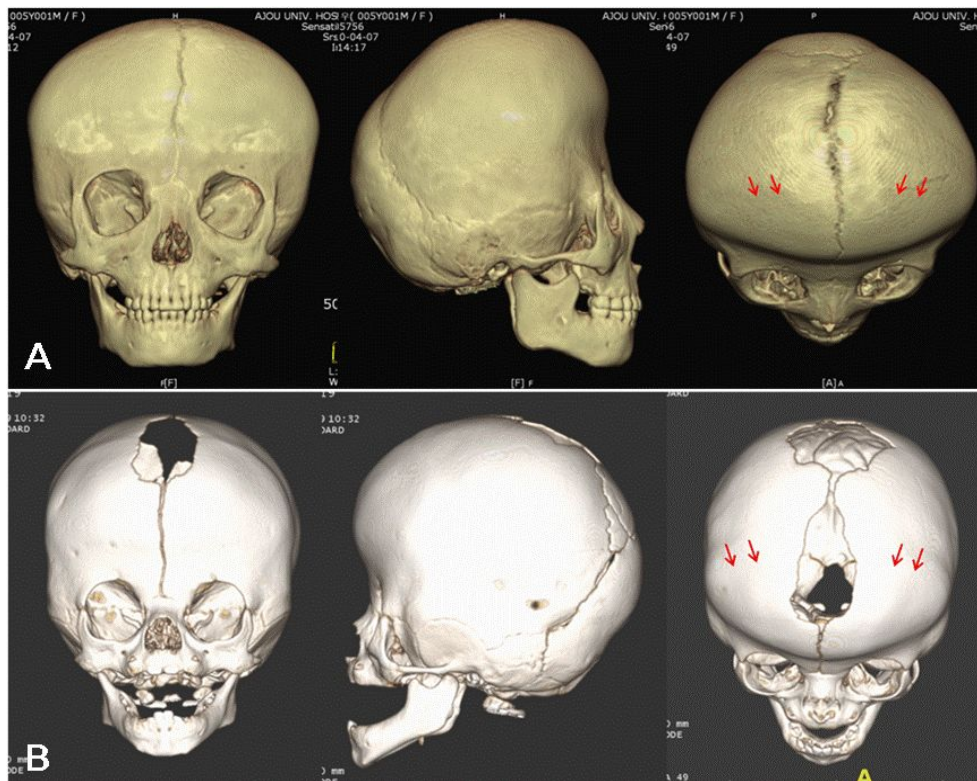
Pre-operative 3D CT images of patients with Saethre–Chotzen syndrome. In the anterior, vertex and lateral volume-rendered images, arrows indicate bilateral coronal synostosis in patient 1 (A) and 2 (B).
